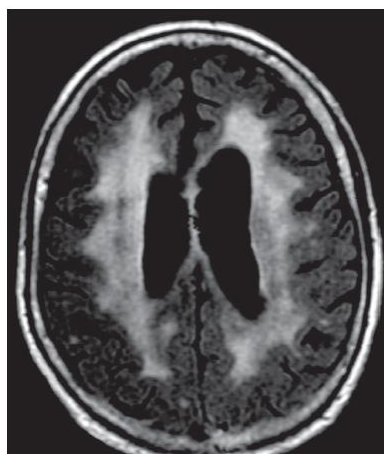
RM cerebral de mujer mayor con LNH primario en SNC que desarrolla leucoencefalopatía tras quimioterapia.
